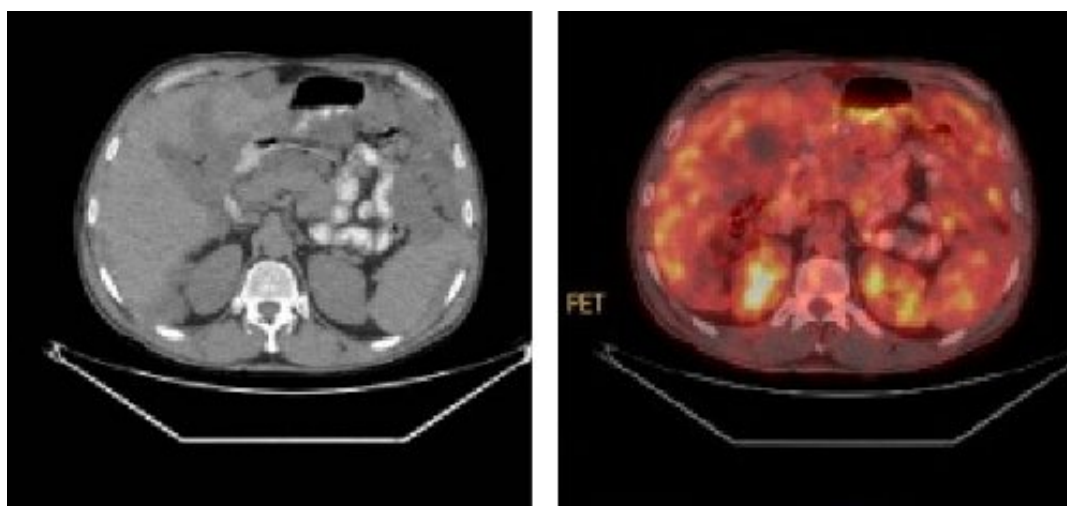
Izquierda, corte axial de CT; derecha, fusión de imágenes PET/CT. Patrón de captación difuso que no permite definición clara de los contornos hepáticos y esplénicos.
